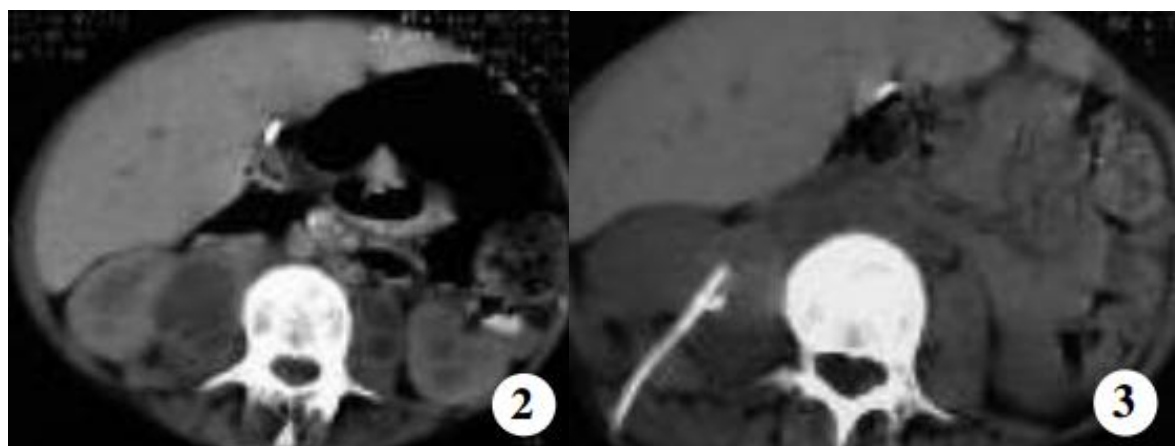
TDM abdominale montrant l'extension de la collection à l'étage lombaire.
